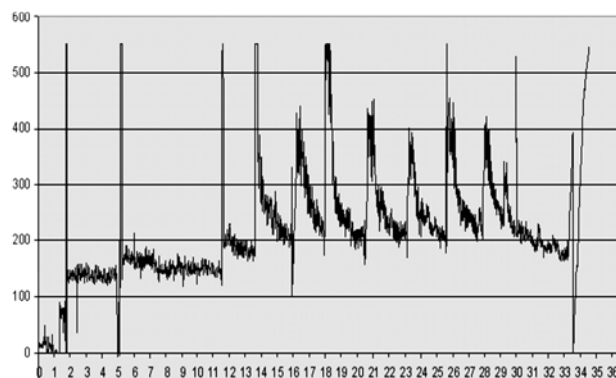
Кривая инфузионного теста больного А., нормотензивная кривая. По оси абсцисс — время (мин); по оси ординат — давление (мм вод. ст.).
